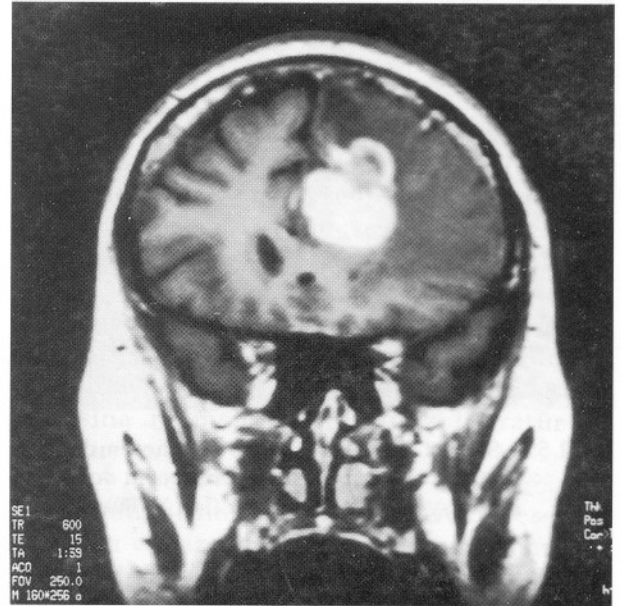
b Aynı olgunun operasyon sonrası MRI kesiti izlenmektedir.
